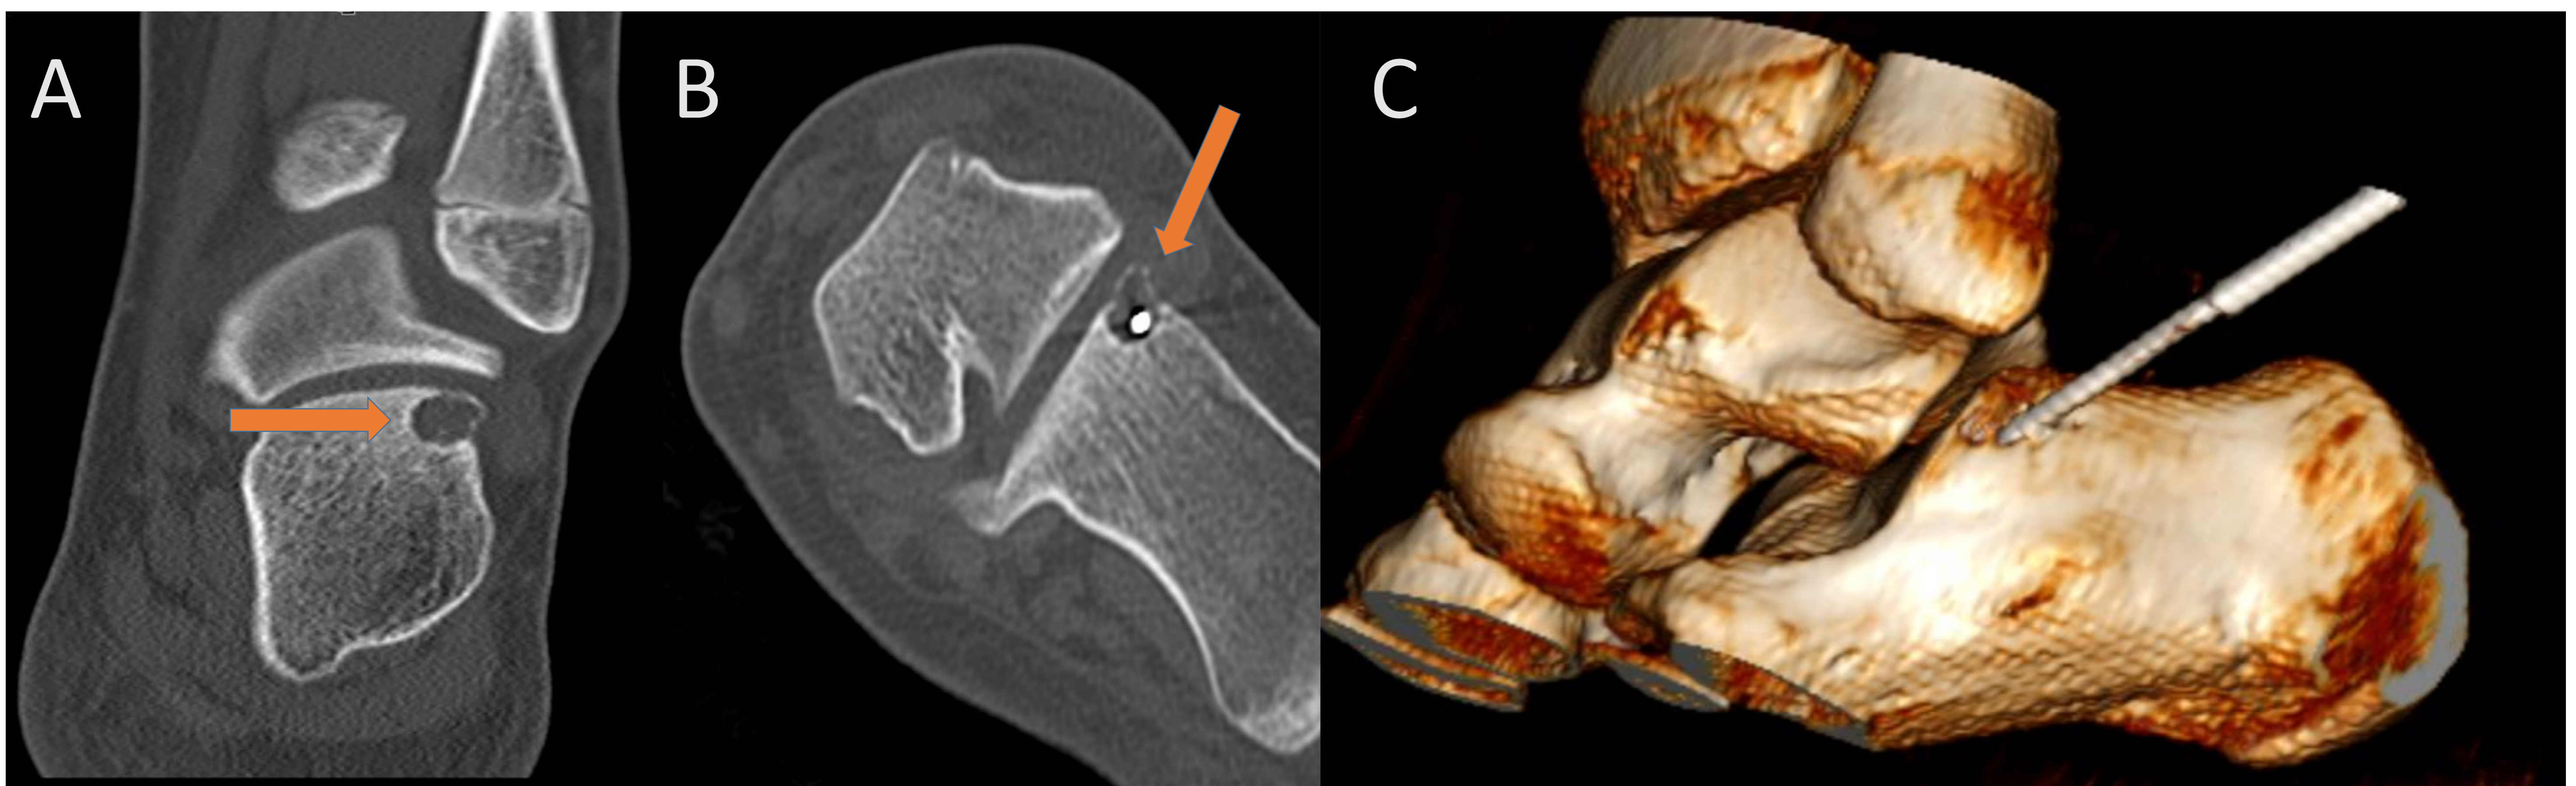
(A) Reconstrucción axial de TC de un osteoma osteoide en región antero-externa del calcáneo izquierdo (flecha naranja). (B) Reconstrucción axial de TC, se observa la punta del catéter de RF situada en el lecho de la lesión (flecha naranja). (C) Reconstrucción 3D de un TC, se visualiza la punta del catéter de RF posicionada en la zona de la lesión.
